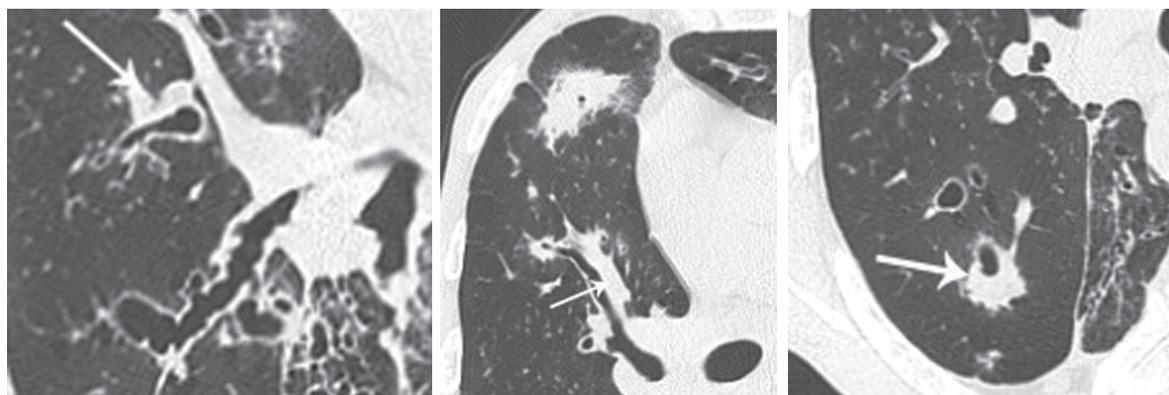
МСКТ органов грудной полости (фрагменты срезов). Очаговые инфильтративно-фиброзные изменения паренхимы, расположенные вдоль просветов расширенных бронхов (стрелки).
